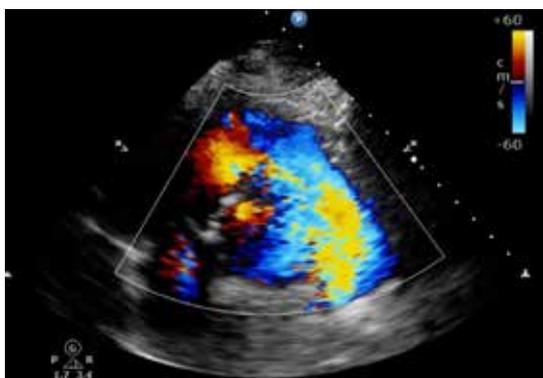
Postquirúrgico. Doppler color. Eje largo paraesternal izquierdo donde se evidencia adecuada aceleración del tracto de salida del ventrículo derecho.
